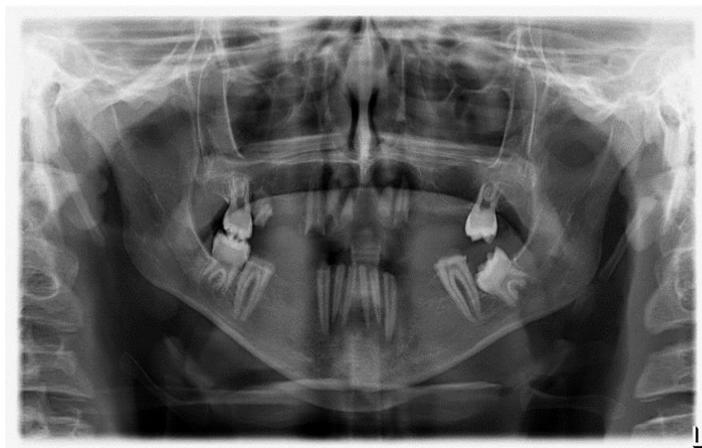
Radiografia panorâmica antes da realização das exodontias e tratamentos endodônticos.
